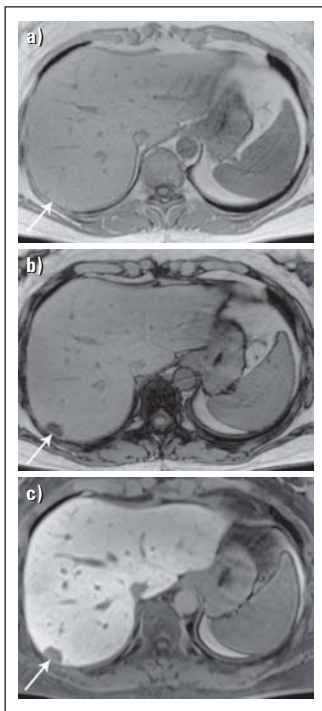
MRT-Erscheinungsbild und MRT-KM-Anfärbeverhalten des steatotischen Adenoms. (a) In dem T1-gewichteten Bild In-Phase ist das kleine steatotische Adenom im Segment 7 (Pfeil) aufgrund des Fettgehalts hyperintens (= hell). (b) In dem T1-gewichteten Bild Opposed-Phase ist das kleine steatotische Adenom im Segment 7 (Pfeil) typischerweise hypointens (= dunkel) geworden, der Beweis für die Fett-haltigkeit des Läsion. (c) 20 Minuten nach Gabe von Gadoxetat zeigt das kleine steatotische Adenom im Segment 7 (Pfeil) ein deutliches Auswaschen. Diese MRT-Merkmale erlauben die sichere Diagnose eines kleinen steatotischen Adenoms und indizieren eine Verlaufskontrolle.
